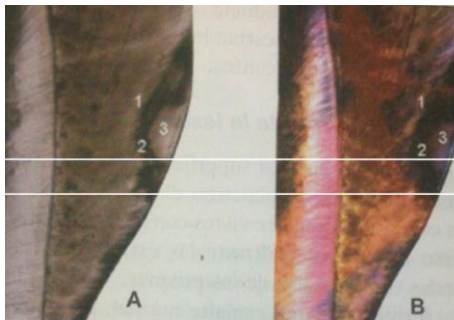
Corte histológico de la lesión adamantina. A) Microtomografía con luz transmitida. B) Luz polarizada. 1) Zona translúcida 2) Zona oscura 3) Cuerpo de la lesión.
